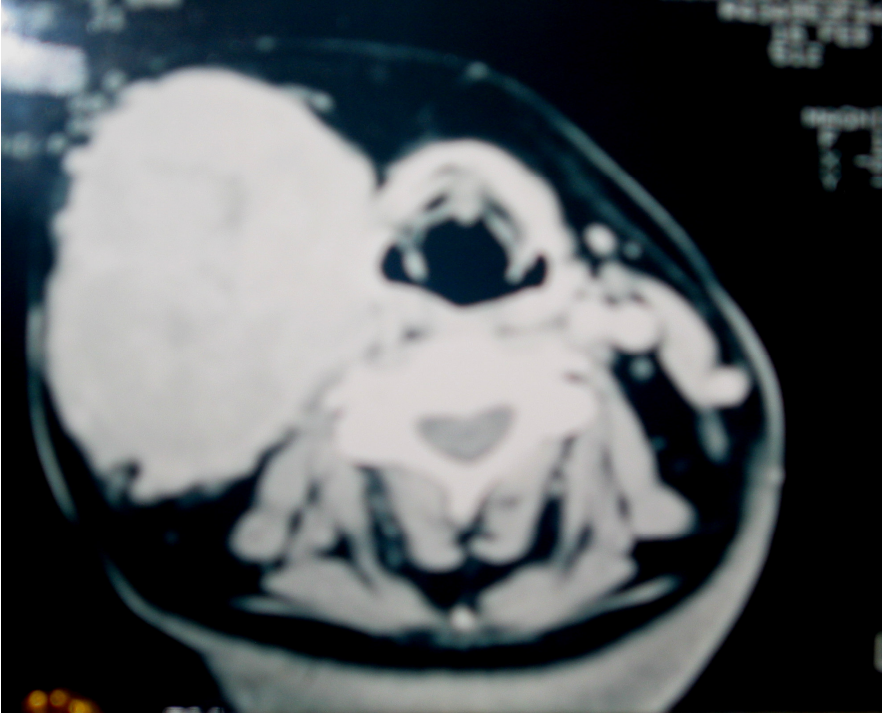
TAC donde se observa masa tumoral de grandes dimensiones en cuerpo carotídeo la cual comprime estructuras adyacentes.
